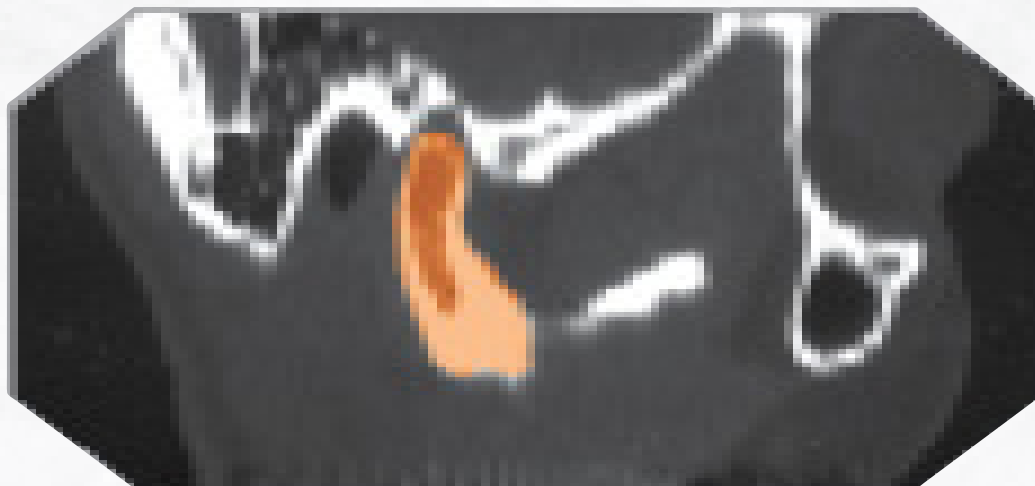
Varredura por TC sagital, revelando alterações degenerativas e falta de continuidade da cortical do côndilo. A imagem colorida nos dá um sinal de osteoartrose.
